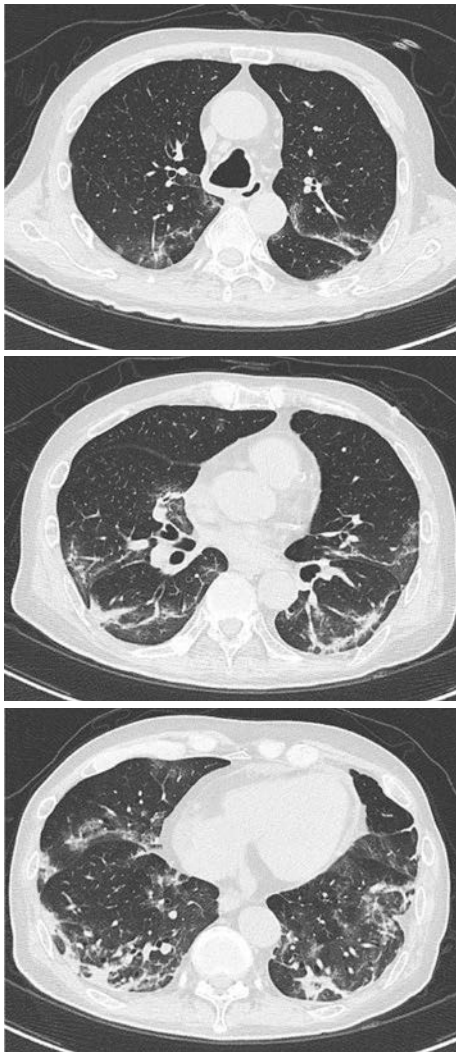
Chest CT obtained on admission showed bilateral nonsegmental patchy consolidation and ground-glass opacities and fibrosis in a subpleural distribution. Vascular enlargement was also observed in the right lower lobe.
